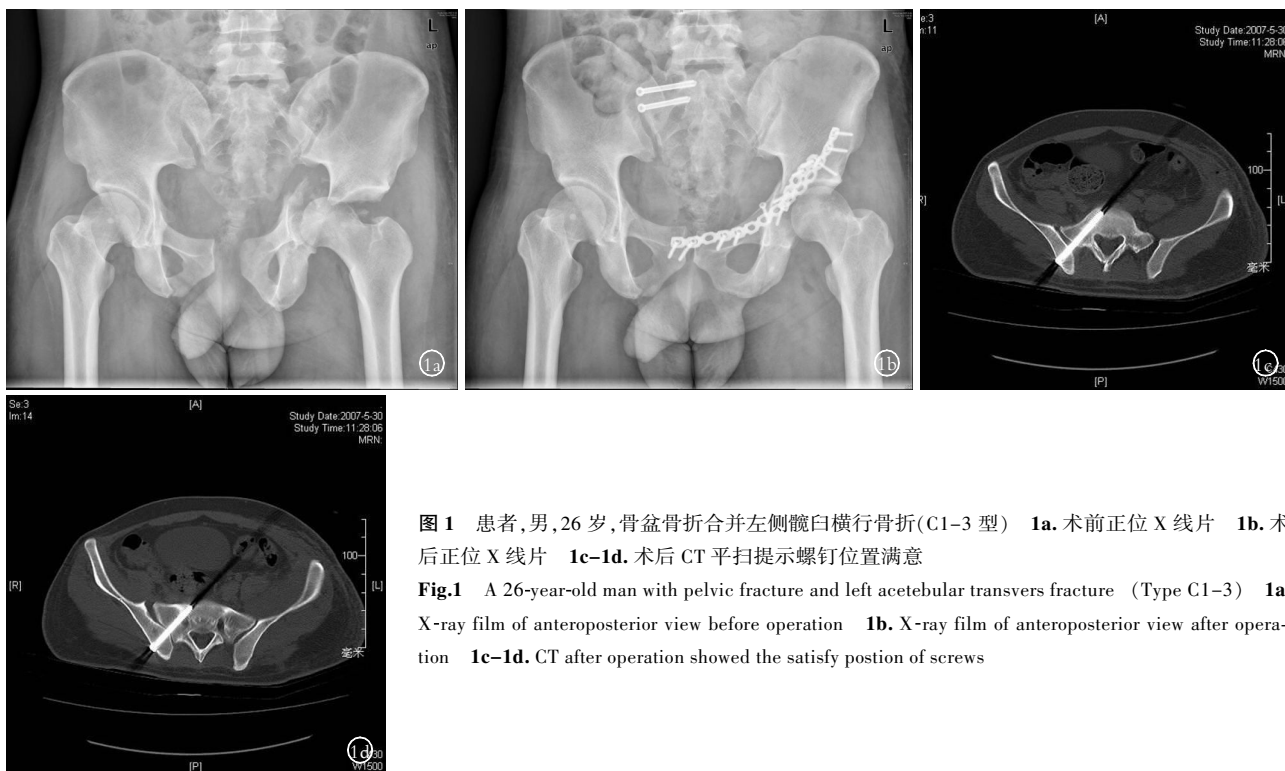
患者,男,26 岁,骨盆骨折合并左侧髌臼横行骨折(C1-3 型) 1a. 术前正位 X 线片 1b. 术后正位 X 线片 1c-1d. 术后 CT 平扫提示螺钉位置满意
